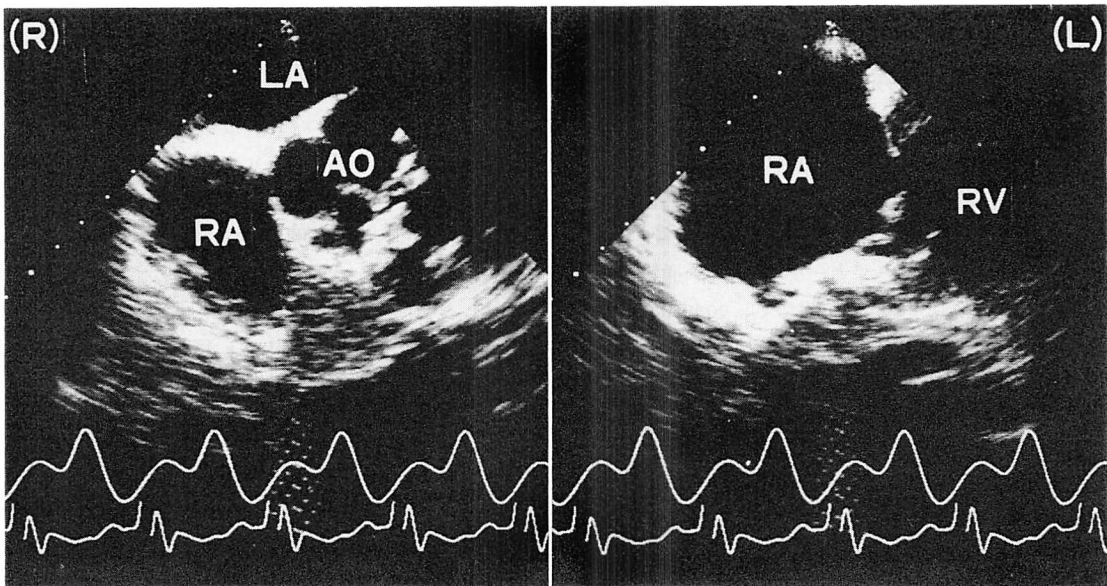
Transesophageal echocardiograms after removal of coagula of the same patient as in Fig. 2.
